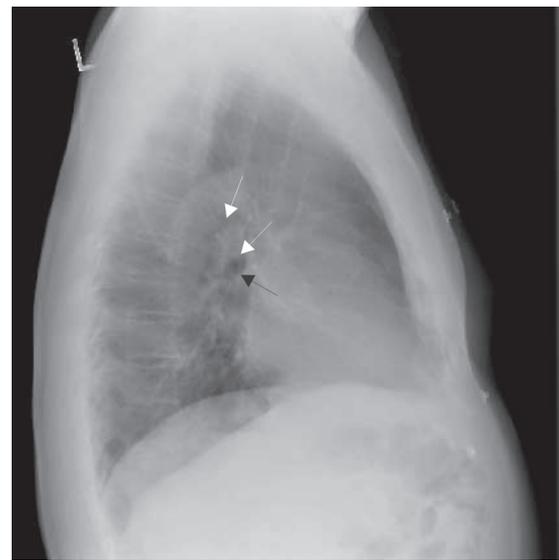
Radiografía lateral que muestra el bronquio para el lóbulo superior izquierdo (flecha negra) y los límites de la arteria pulmonar izquierda (flechas blancas).
